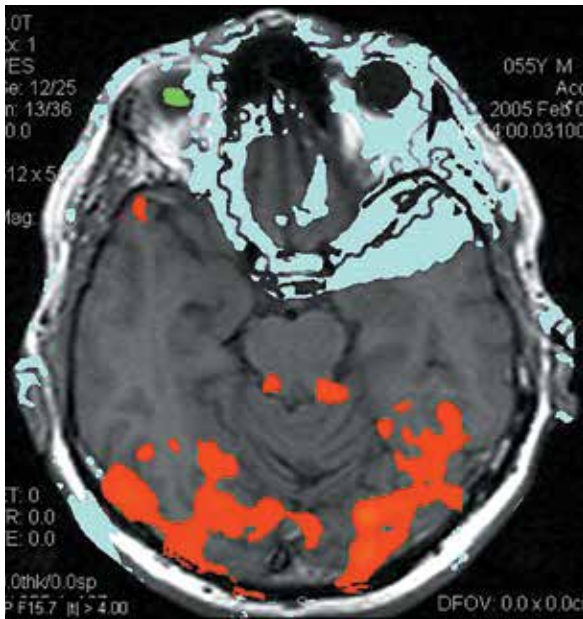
Магнитно-резонансная томография. Появление зон активности в гипоталамусе, теменных долях головного мозга в ответ на зрительные раздражители
